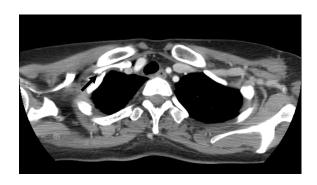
Chest CT scan at two weeks after thoracentesis. CT reveals contrast containing pocket (arrow) below the right subclavian vein.
